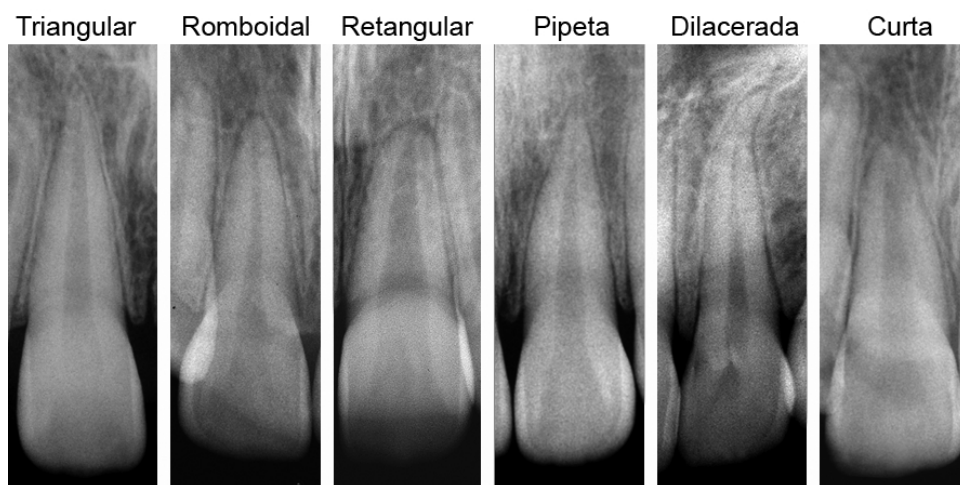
Classificação morfológica das raízes dos incisivos superiores nas radiografias pré-tratamento.
